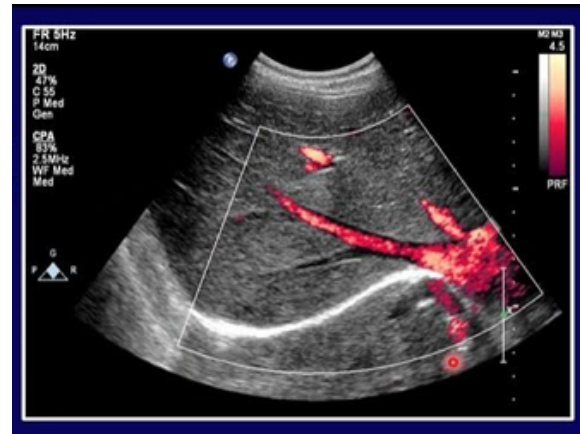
Representación Power Doppler
